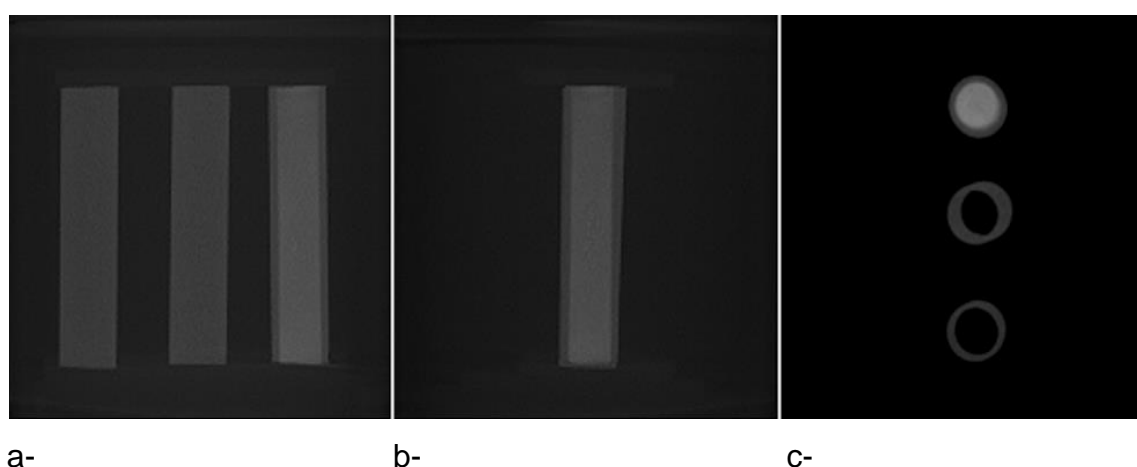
Imagens por tomografia computadorizada de feixe cônico mostrando imagens nos planos sagital (a), coronal (b) e axial (c).
